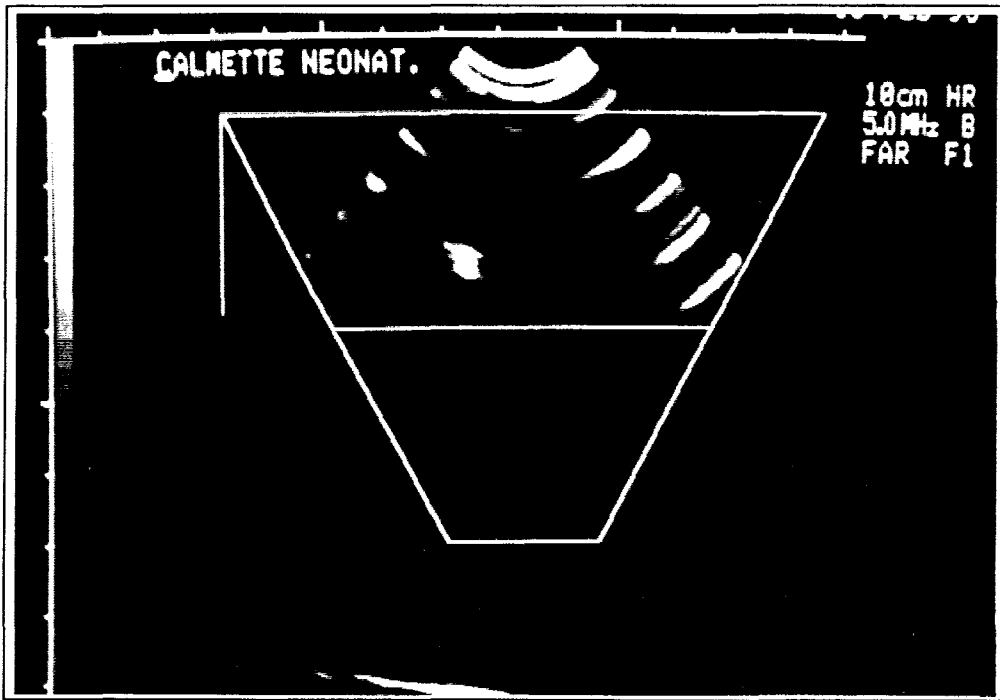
image d'une coupe échographique du cylindre.
